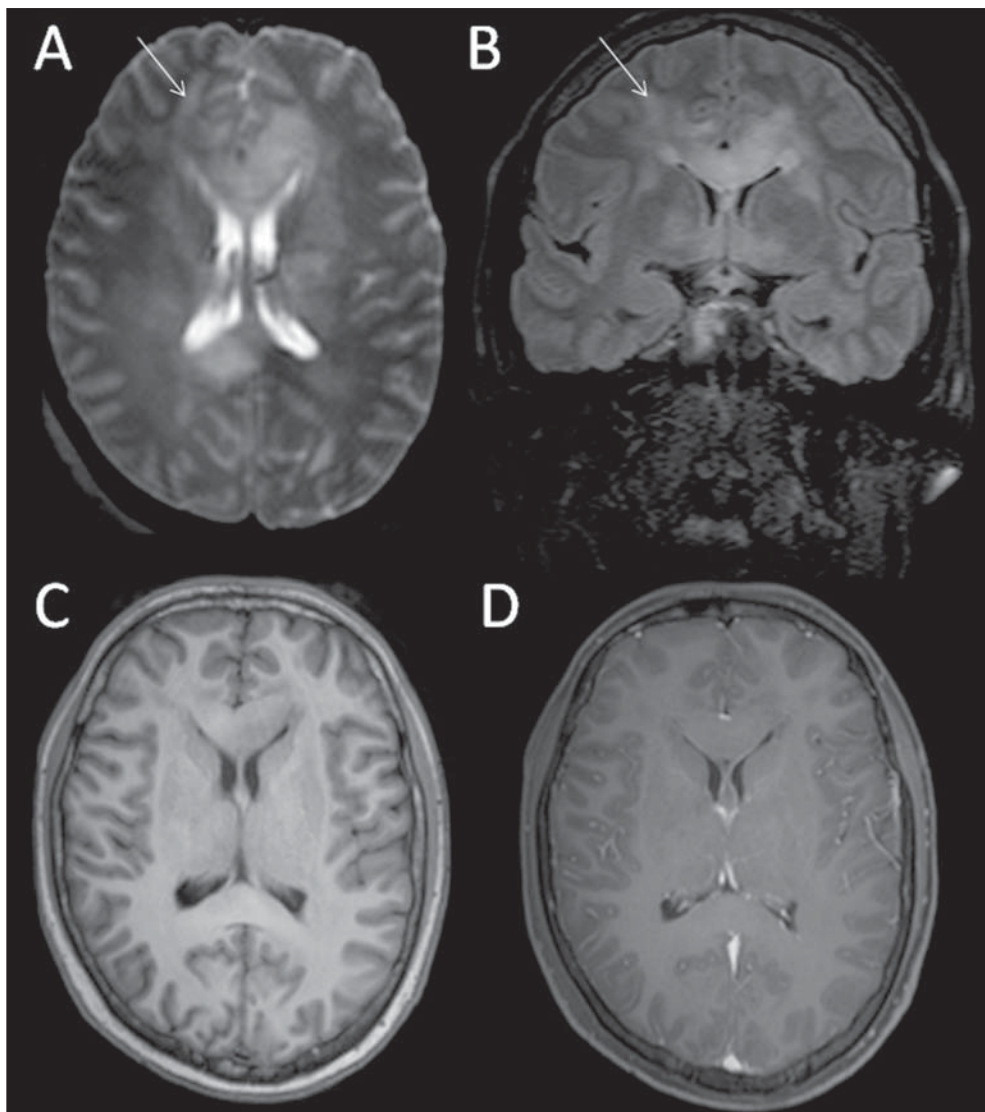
Paciente do sexo masculino, 30 anos. As imagens mostram lesão de aspecto infiltrativo na substância branca profunda, bilateralmente, que cruza a linha média, com sinal variável e componente hipointenso em T2 (A,B – setas), no joelho e esplênio do corpo caloso. FLAIR coronal (B) com predomínio de hipersinal. T1 axial antes (C) e após gadolínio (D) não apresenta realce pelo contraste. Linfoma não Hodgkin de células B periféricas de alto grau histológico com alto índice proliferativo, compatível com linfoma difuso de grandes células B. Linfoma secundário de SNC (primário de testículo).
